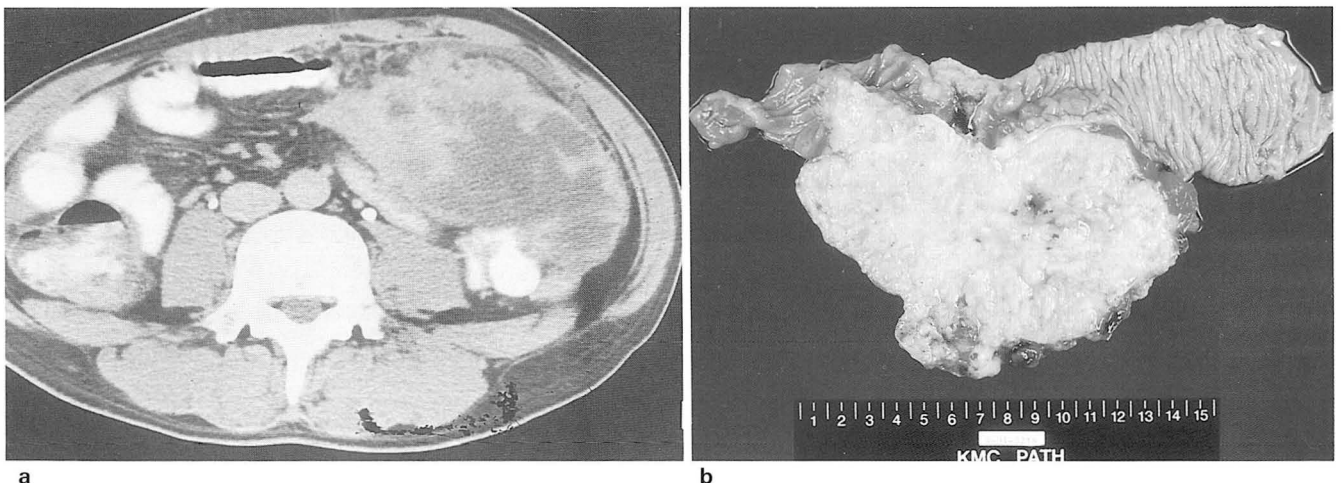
a. CT scan shows large irregular exophytic mass with internal low attenuation in the right abdomen.
